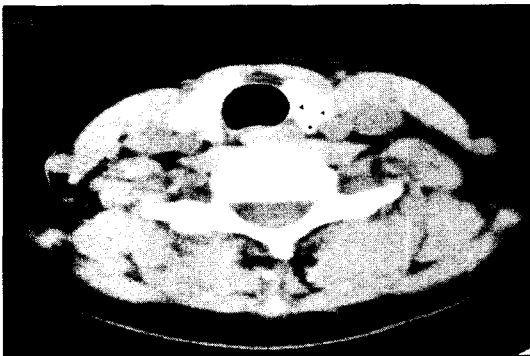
Definitely nodular lesion in thyroid gland or metastatic lymph nodes are not visualized in computed tomogram(arrowhead).
